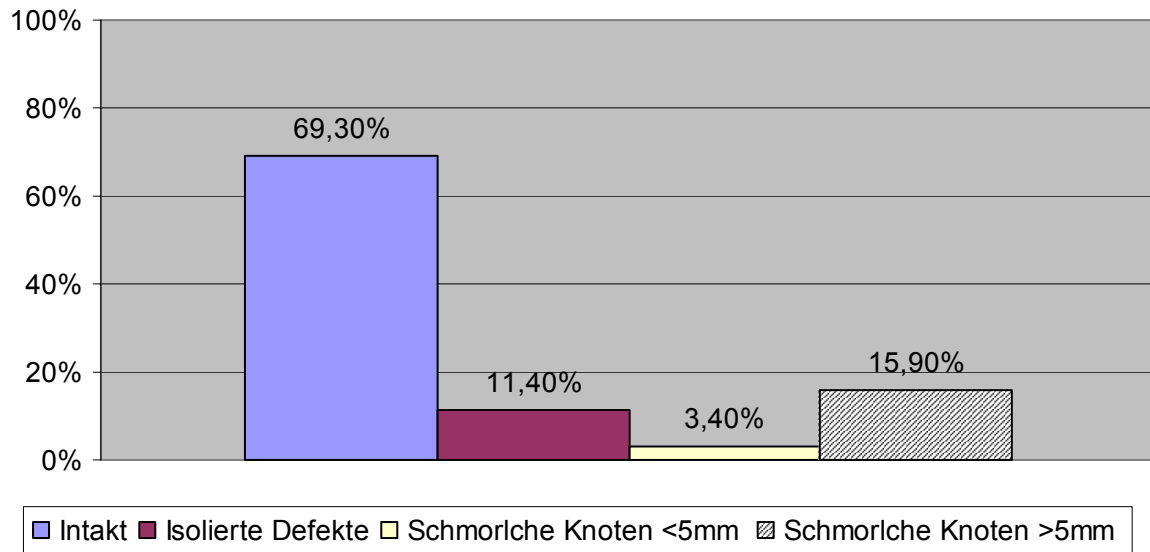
Wechselnde Rückenschmerzen aller MRT-Probanden (n=88)
